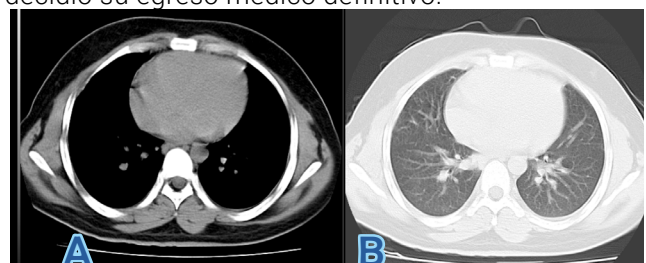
La imagen A muestra una tomografía axial computarizada de tórax simple y la imagen B muestra una tomografía axial computarizada de tórax contrastada realizadas al mes de concluido el tratamiento con esteroides donde no se visualizan alteraciones pleuro-pulmonares.
